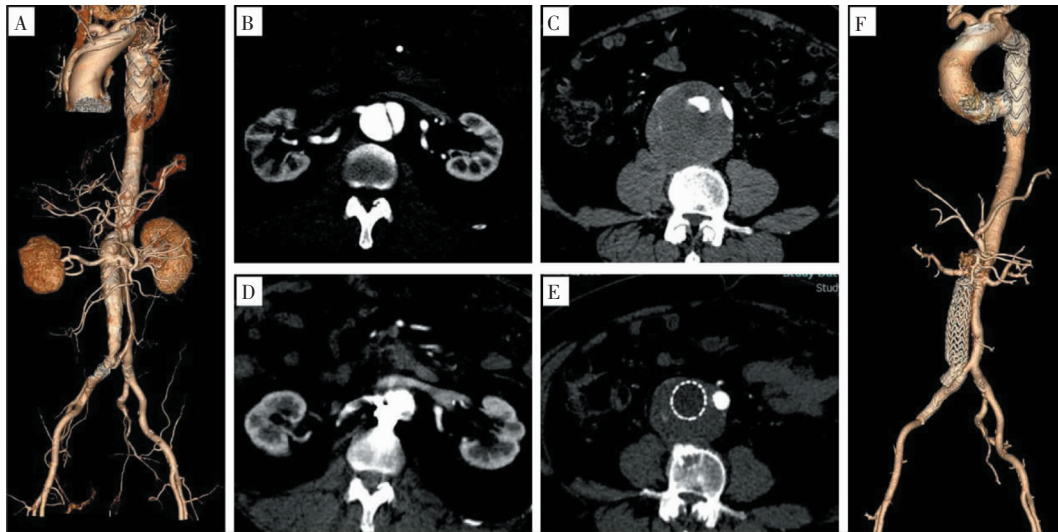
1 例 B 型主动脉夹层病人 TEVAR 术后远端瘤样扩张及采用 SS-FLEVOR 治疗后 CTA
